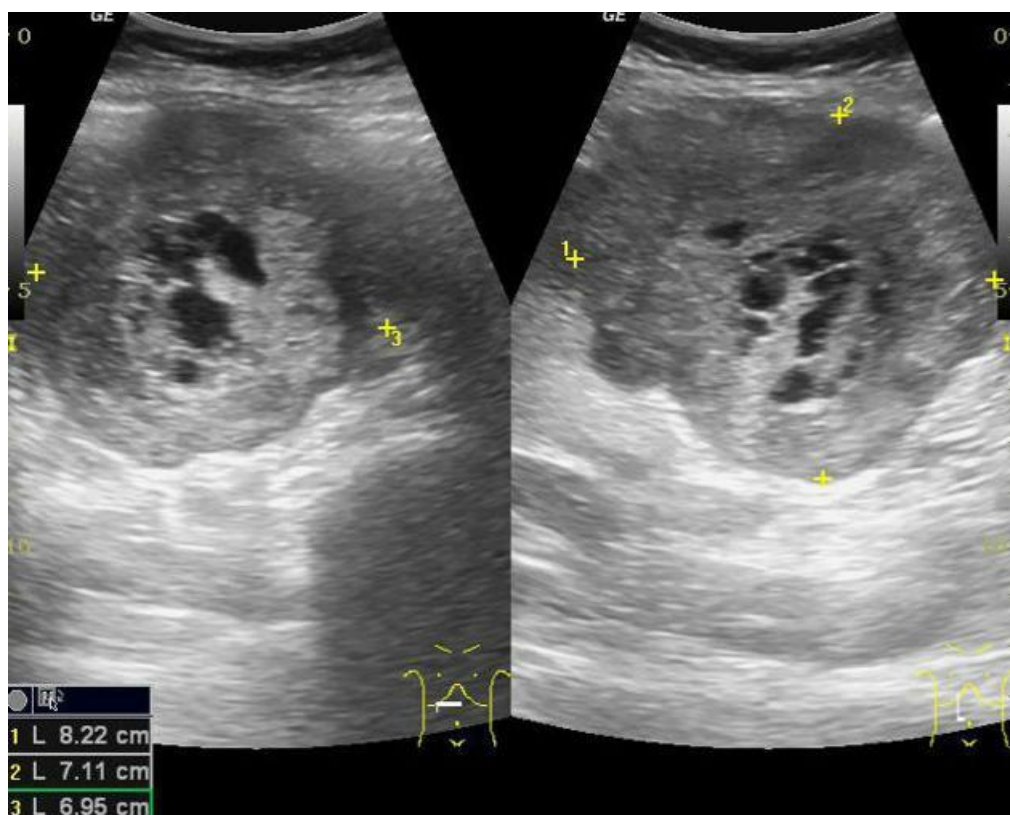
УЗИ картина ГИСО желудка.
